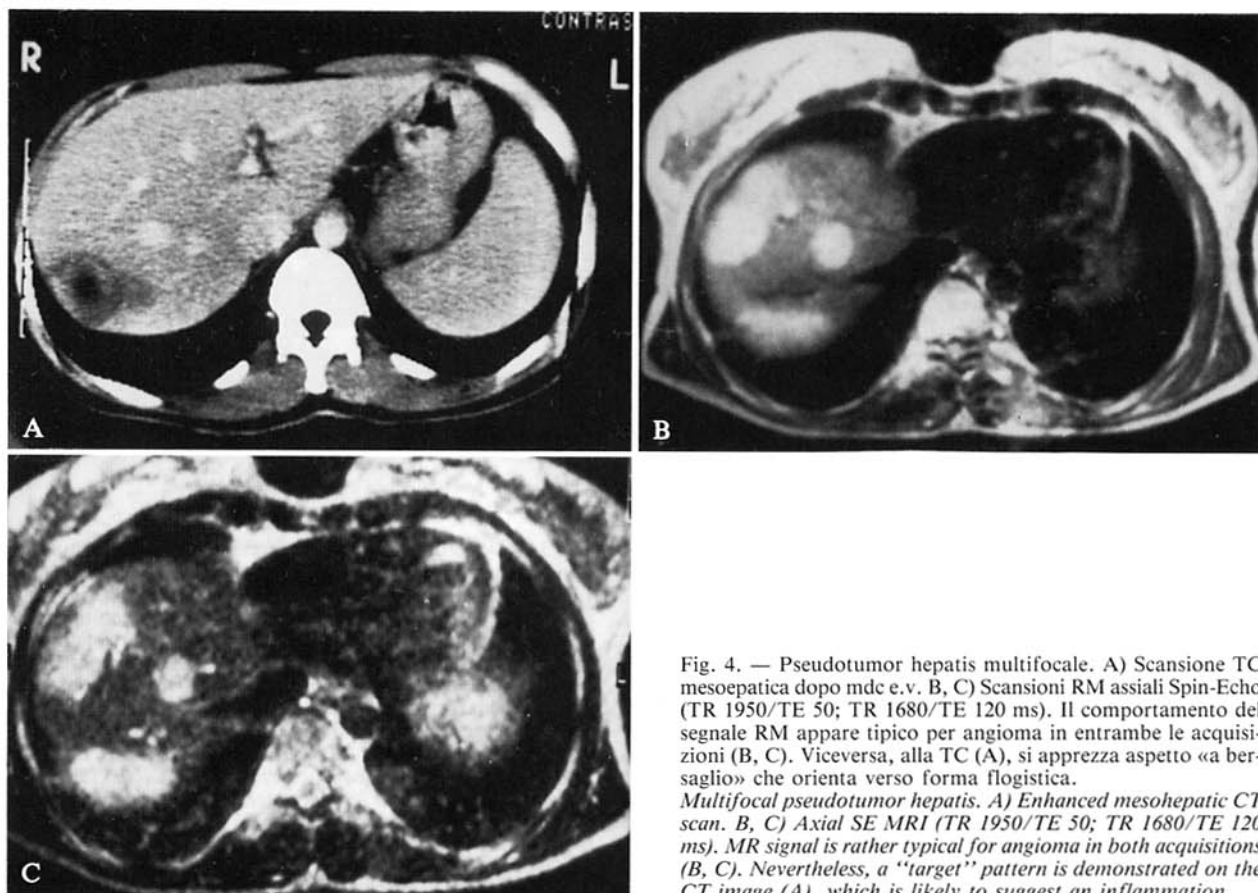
Pseudotumor hepatitis multifocale. A) Scansione TC mesoepatica dopo mdc e.v. B, C) Scansioni RM assiali Spin-Echo (TR 1950/TE 50; TR 1680/TE 120 ms). Il comportamento del segnale RM appare tipico per angioma in entrambe le acquisizioni (B, C). Viceversa, alla TC (A), si apprezza aspetto «a bersaglio» che orienta verso forma flogistica.
